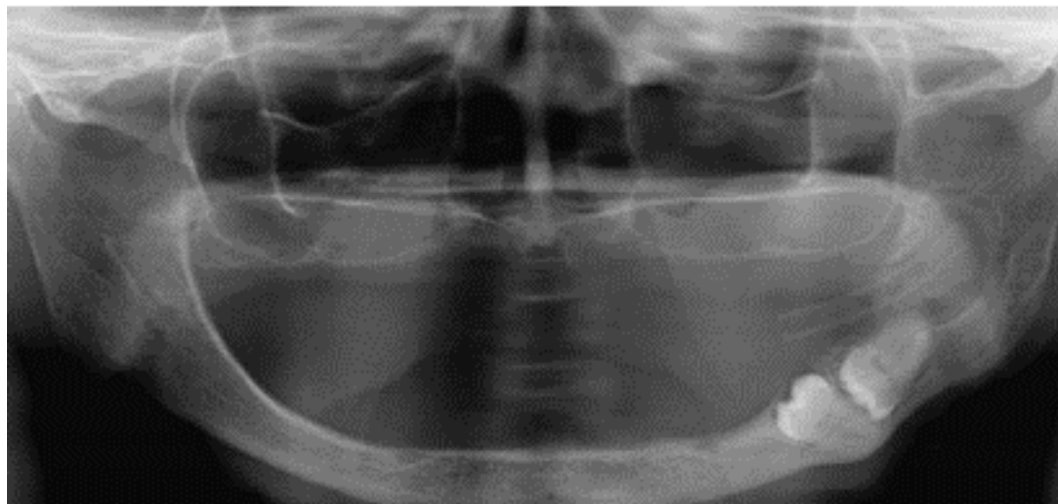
Radiografia panorâmica após 9 meses de descompressão - evidencia formação óssea e redução da lesão.
